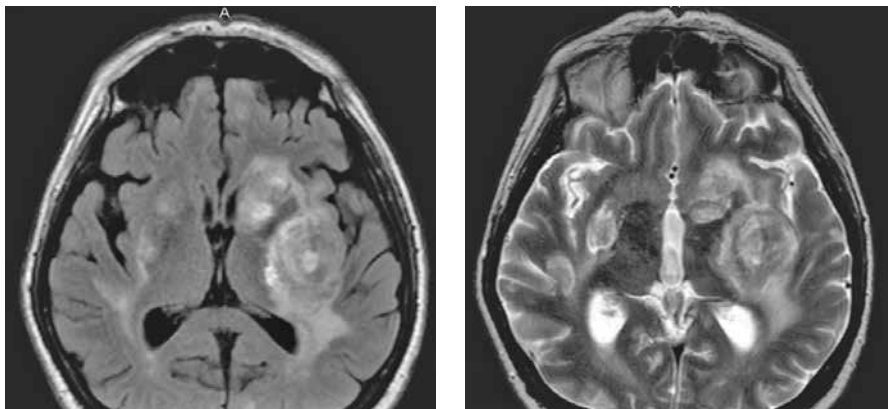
МРТ хворого С. від 19.01.2024. Відзначаються множинні утворення з перифокальним набряком
